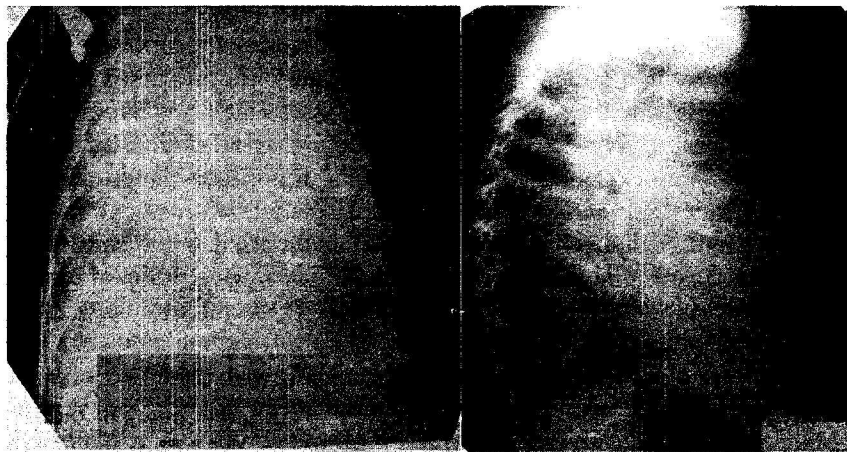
Radiografia cutiei toracice. Formațiune de volum al hemitoracelui drept. Teratom pulmonar pe dreapta.
